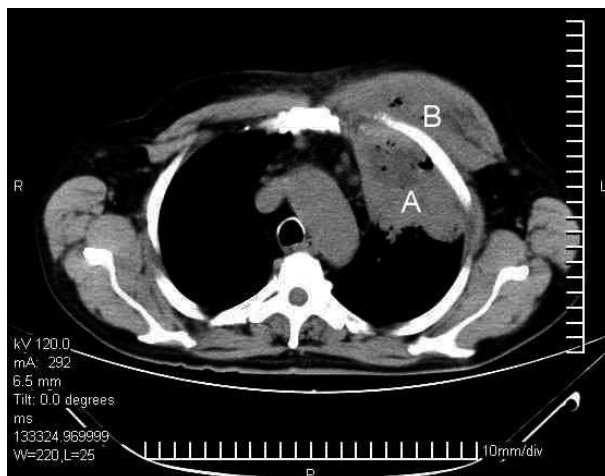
TC torácica con el absceso pulmonar y contenido aéreo (A) y aumento de partes blandas por afectación de la pared torácica (B).
